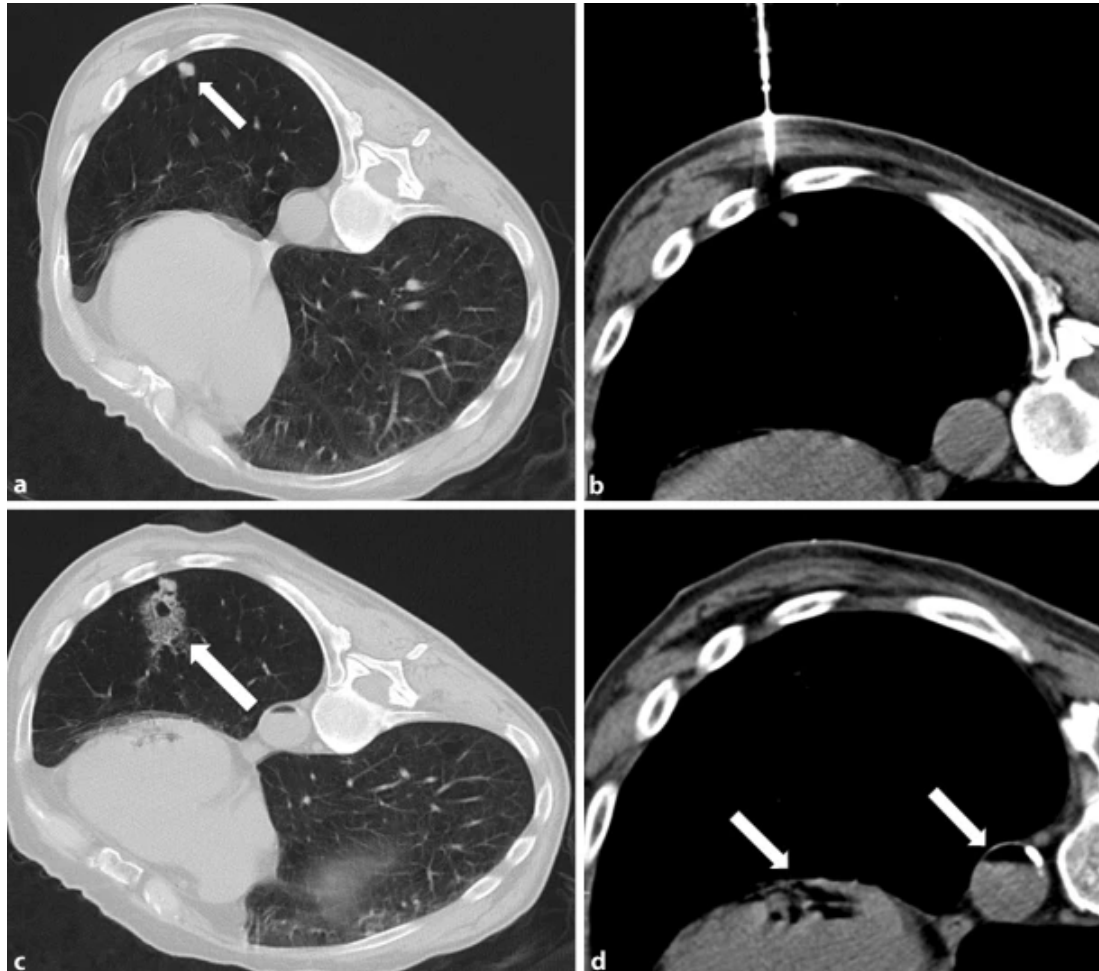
Coupes tomographiques du cas d'embolie gazeuse rapporté par David Lang et al. (1). (a) :Localisation de la lésion dans le lobe inférieur gauche et imagerie par tomographie pendant l'intervention (b) le patient étant en position ventrale. Le scanner CT de contrôle immédiatement après la biopsie montre une hémorragie parenchymateuse (c) et un niveau d'air dans l'aorte thoracique et le ventricule gauche (c, d).
